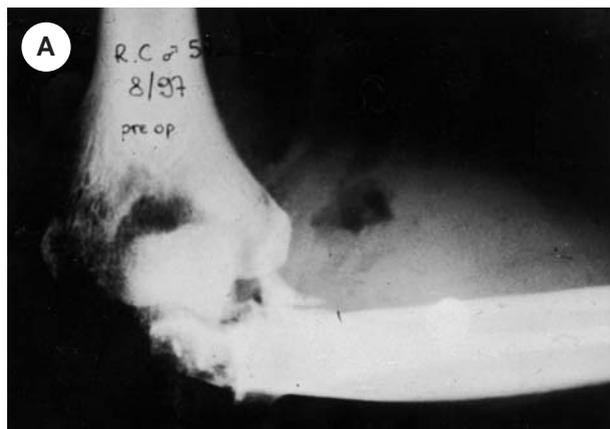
Sequenza radiografica del paziente con protesi di DEE. In (A) la Rx preoperatoria. In (B) il primo tipo di protesi ove si nota, nella componente omerale, la marcata radio lucenza. In (C) la protesi di DEE di revisione
